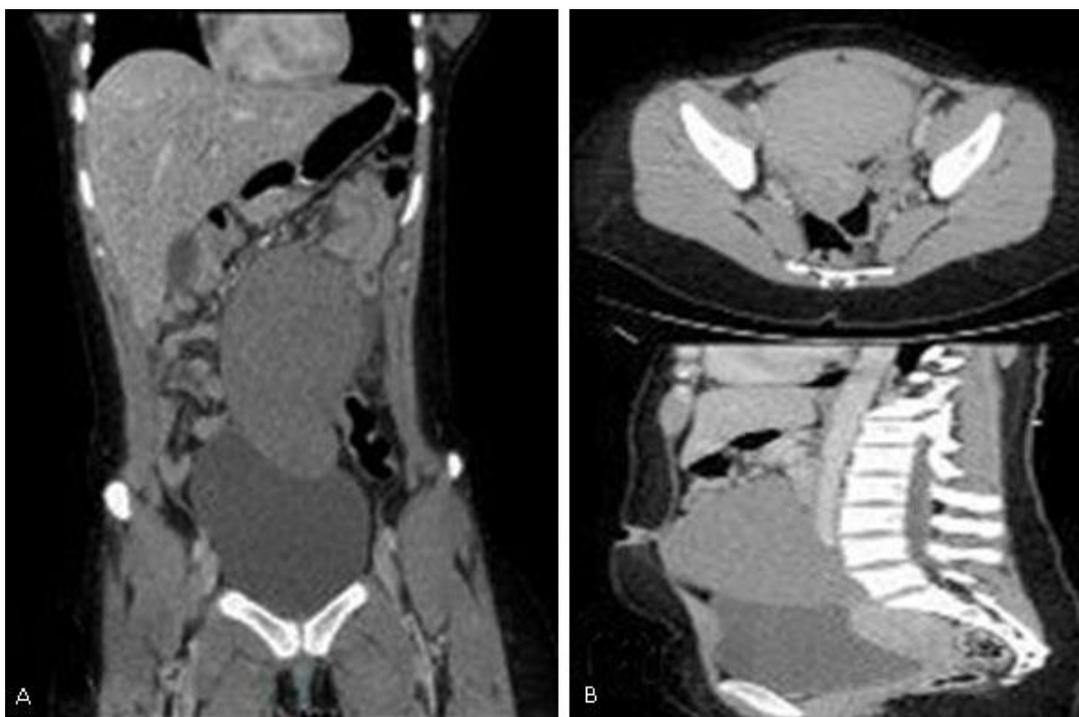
(a y b) - Vistas de la tomografía axial computarizada de abdomen con contraste que reporta la presencia de masa que mide 10,5 x 15 x 6,5 cm a nivel de la pelvis, presencia de líquido libre a nivel de goteras paracólica derecha y mesenterio. Se corresponde a bazo ectópico infartado por torsión del pedículo vascular.
